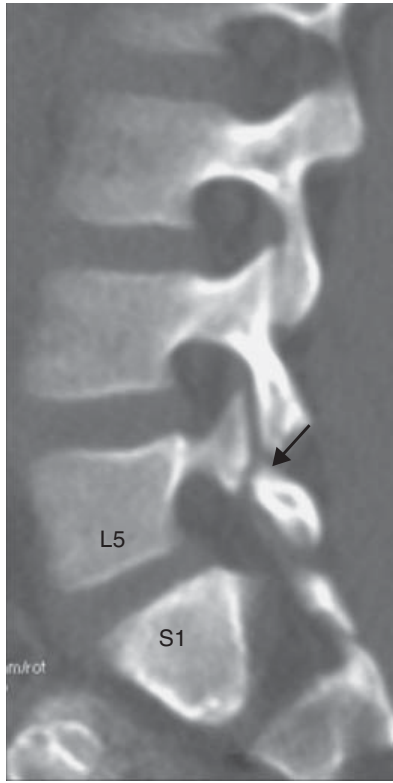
Espondilólisis-espondilolistesis. TC, reconstrucción sagital. Solución de continuidad de la *pars interarticularis* (flecha). Discreto desplazamiento de L5 sobre S1.
